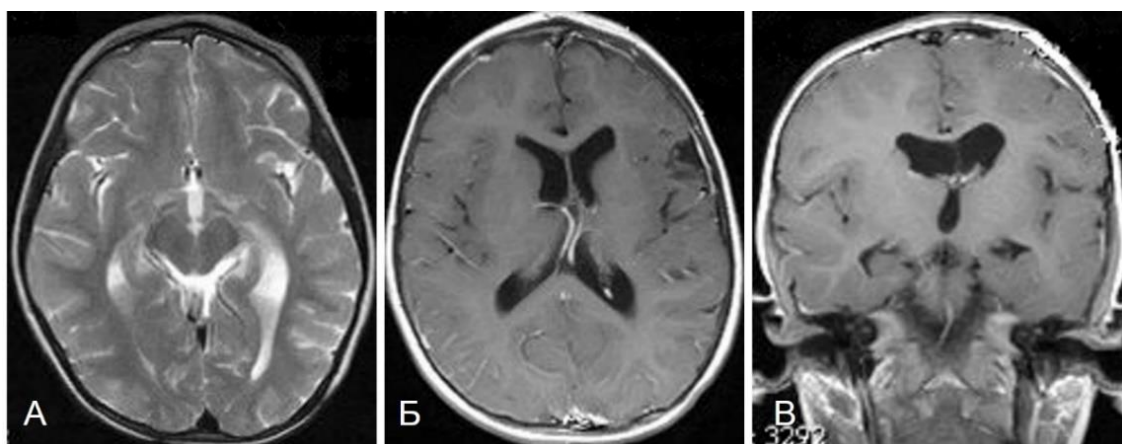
МРТ головного мозга без контрастирования пациента Д., 2 лет, через 3 мес. после хирургического лечения в Т1 ВИ (А) и Т2 ВИ (Б) в аксиальной проекции, в Т2 ВИ в коронарной проекции (В)
